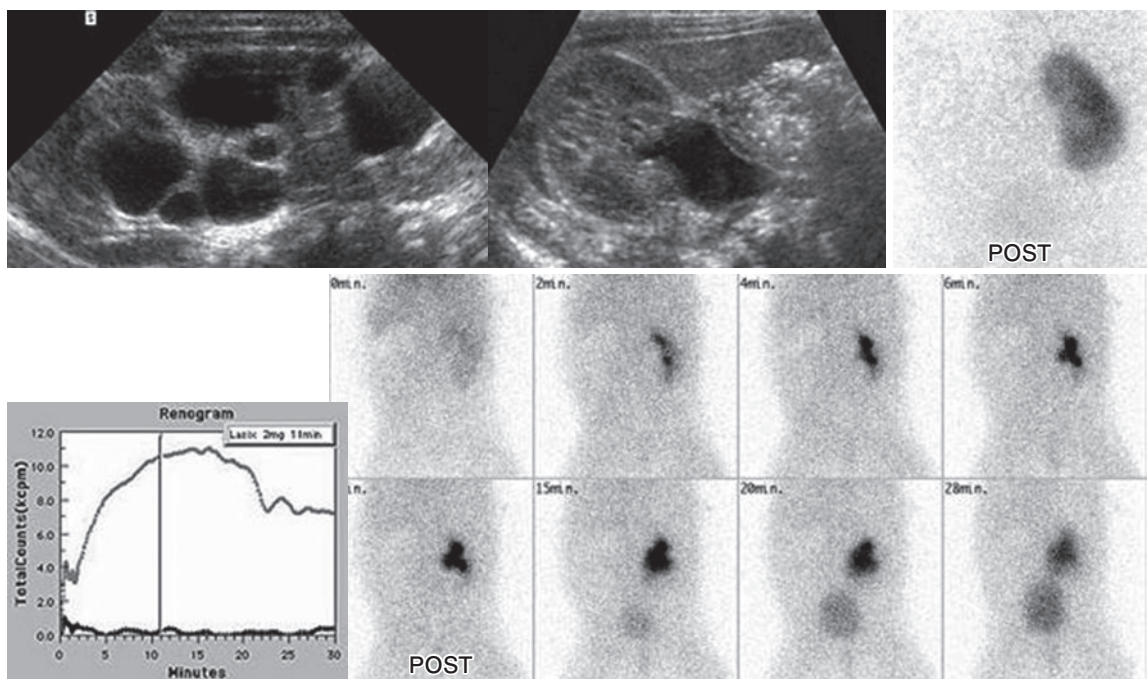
Multicystic dysplastic kidney in a girl 3 weeks of age. Ultrasonography shows multiple cysts in left upper abdomen without detectable normal left kidney and hydronephrosis on the right side.
